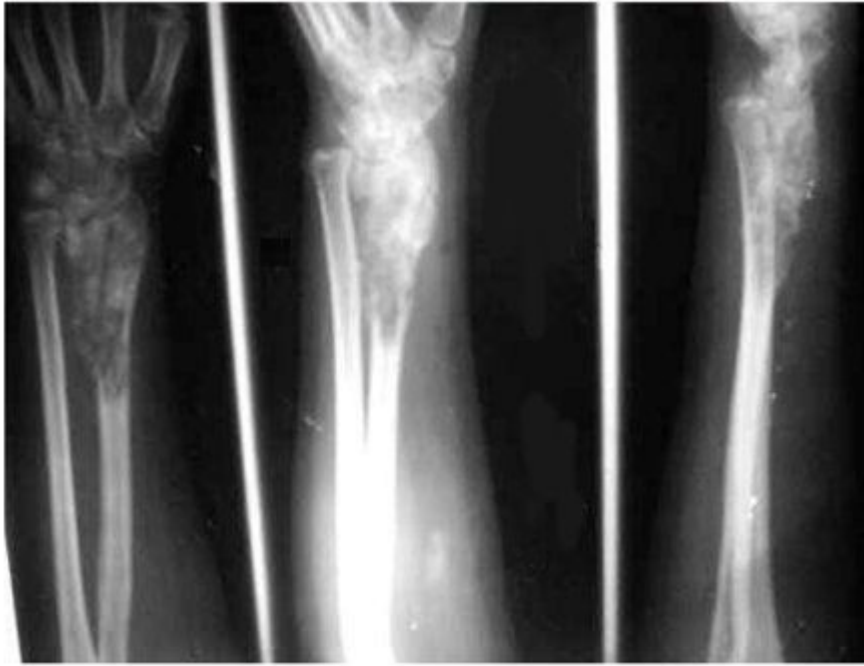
Radiografías de la muñeca. Proyecciones AP y lateral.
